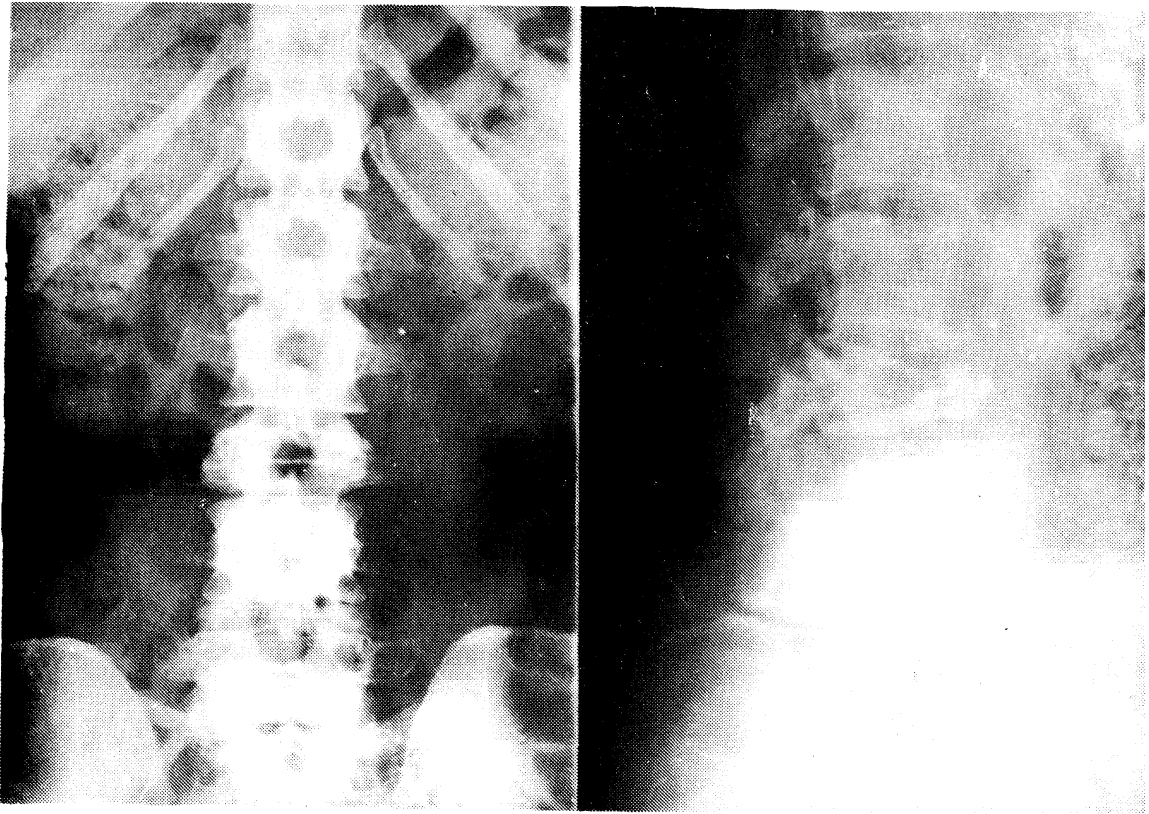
Radiografía AP y L del inmediato preoperatorio donde se aprecia un mayor aplastamiento de L3 así como una disminución del espacio intervertebral L2-L3.
